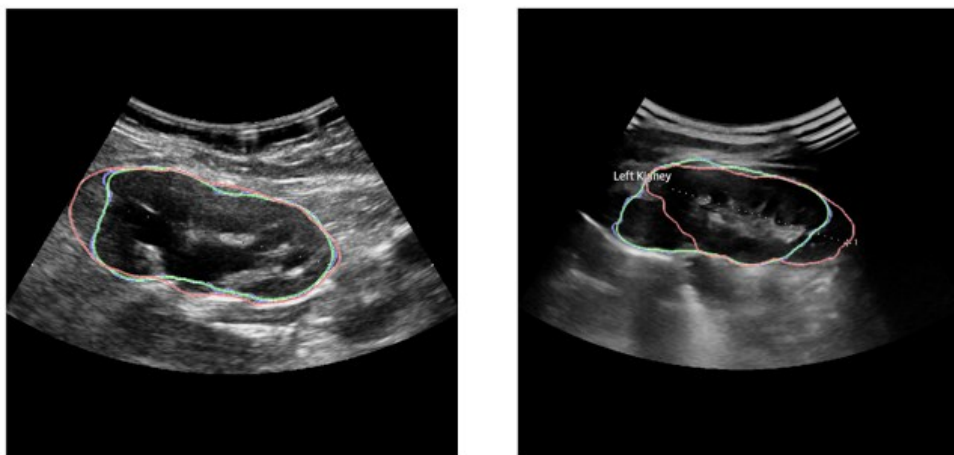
Ecografia eseguita con sonda Esaote immagine 003 (sinistra) e Samsung immagine 0027 (destra). Alla immagine originale sono sovrapposti i contorni ottenuti con la segmentazione manuale (in rosso), quelli ottenuti con l'applicazione della rete U-Net (in blu), e quelli raffinati con i contorni attivi (in verde).
